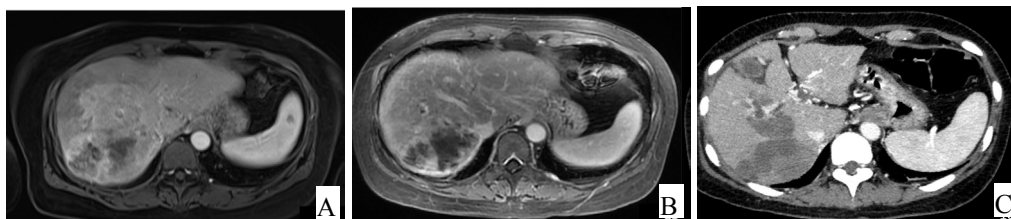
患者肝脏原发病灶治疗前后增强MRI及CT检查结果
